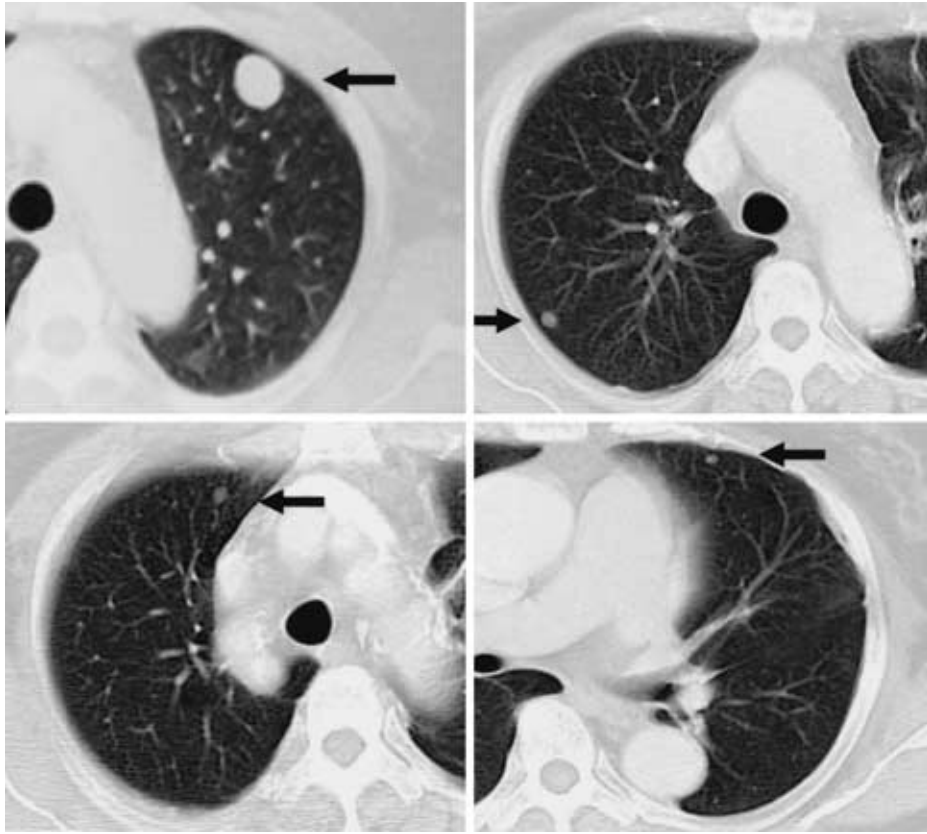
Chest CT scan shows several smoothly margined nodules (arrows)
